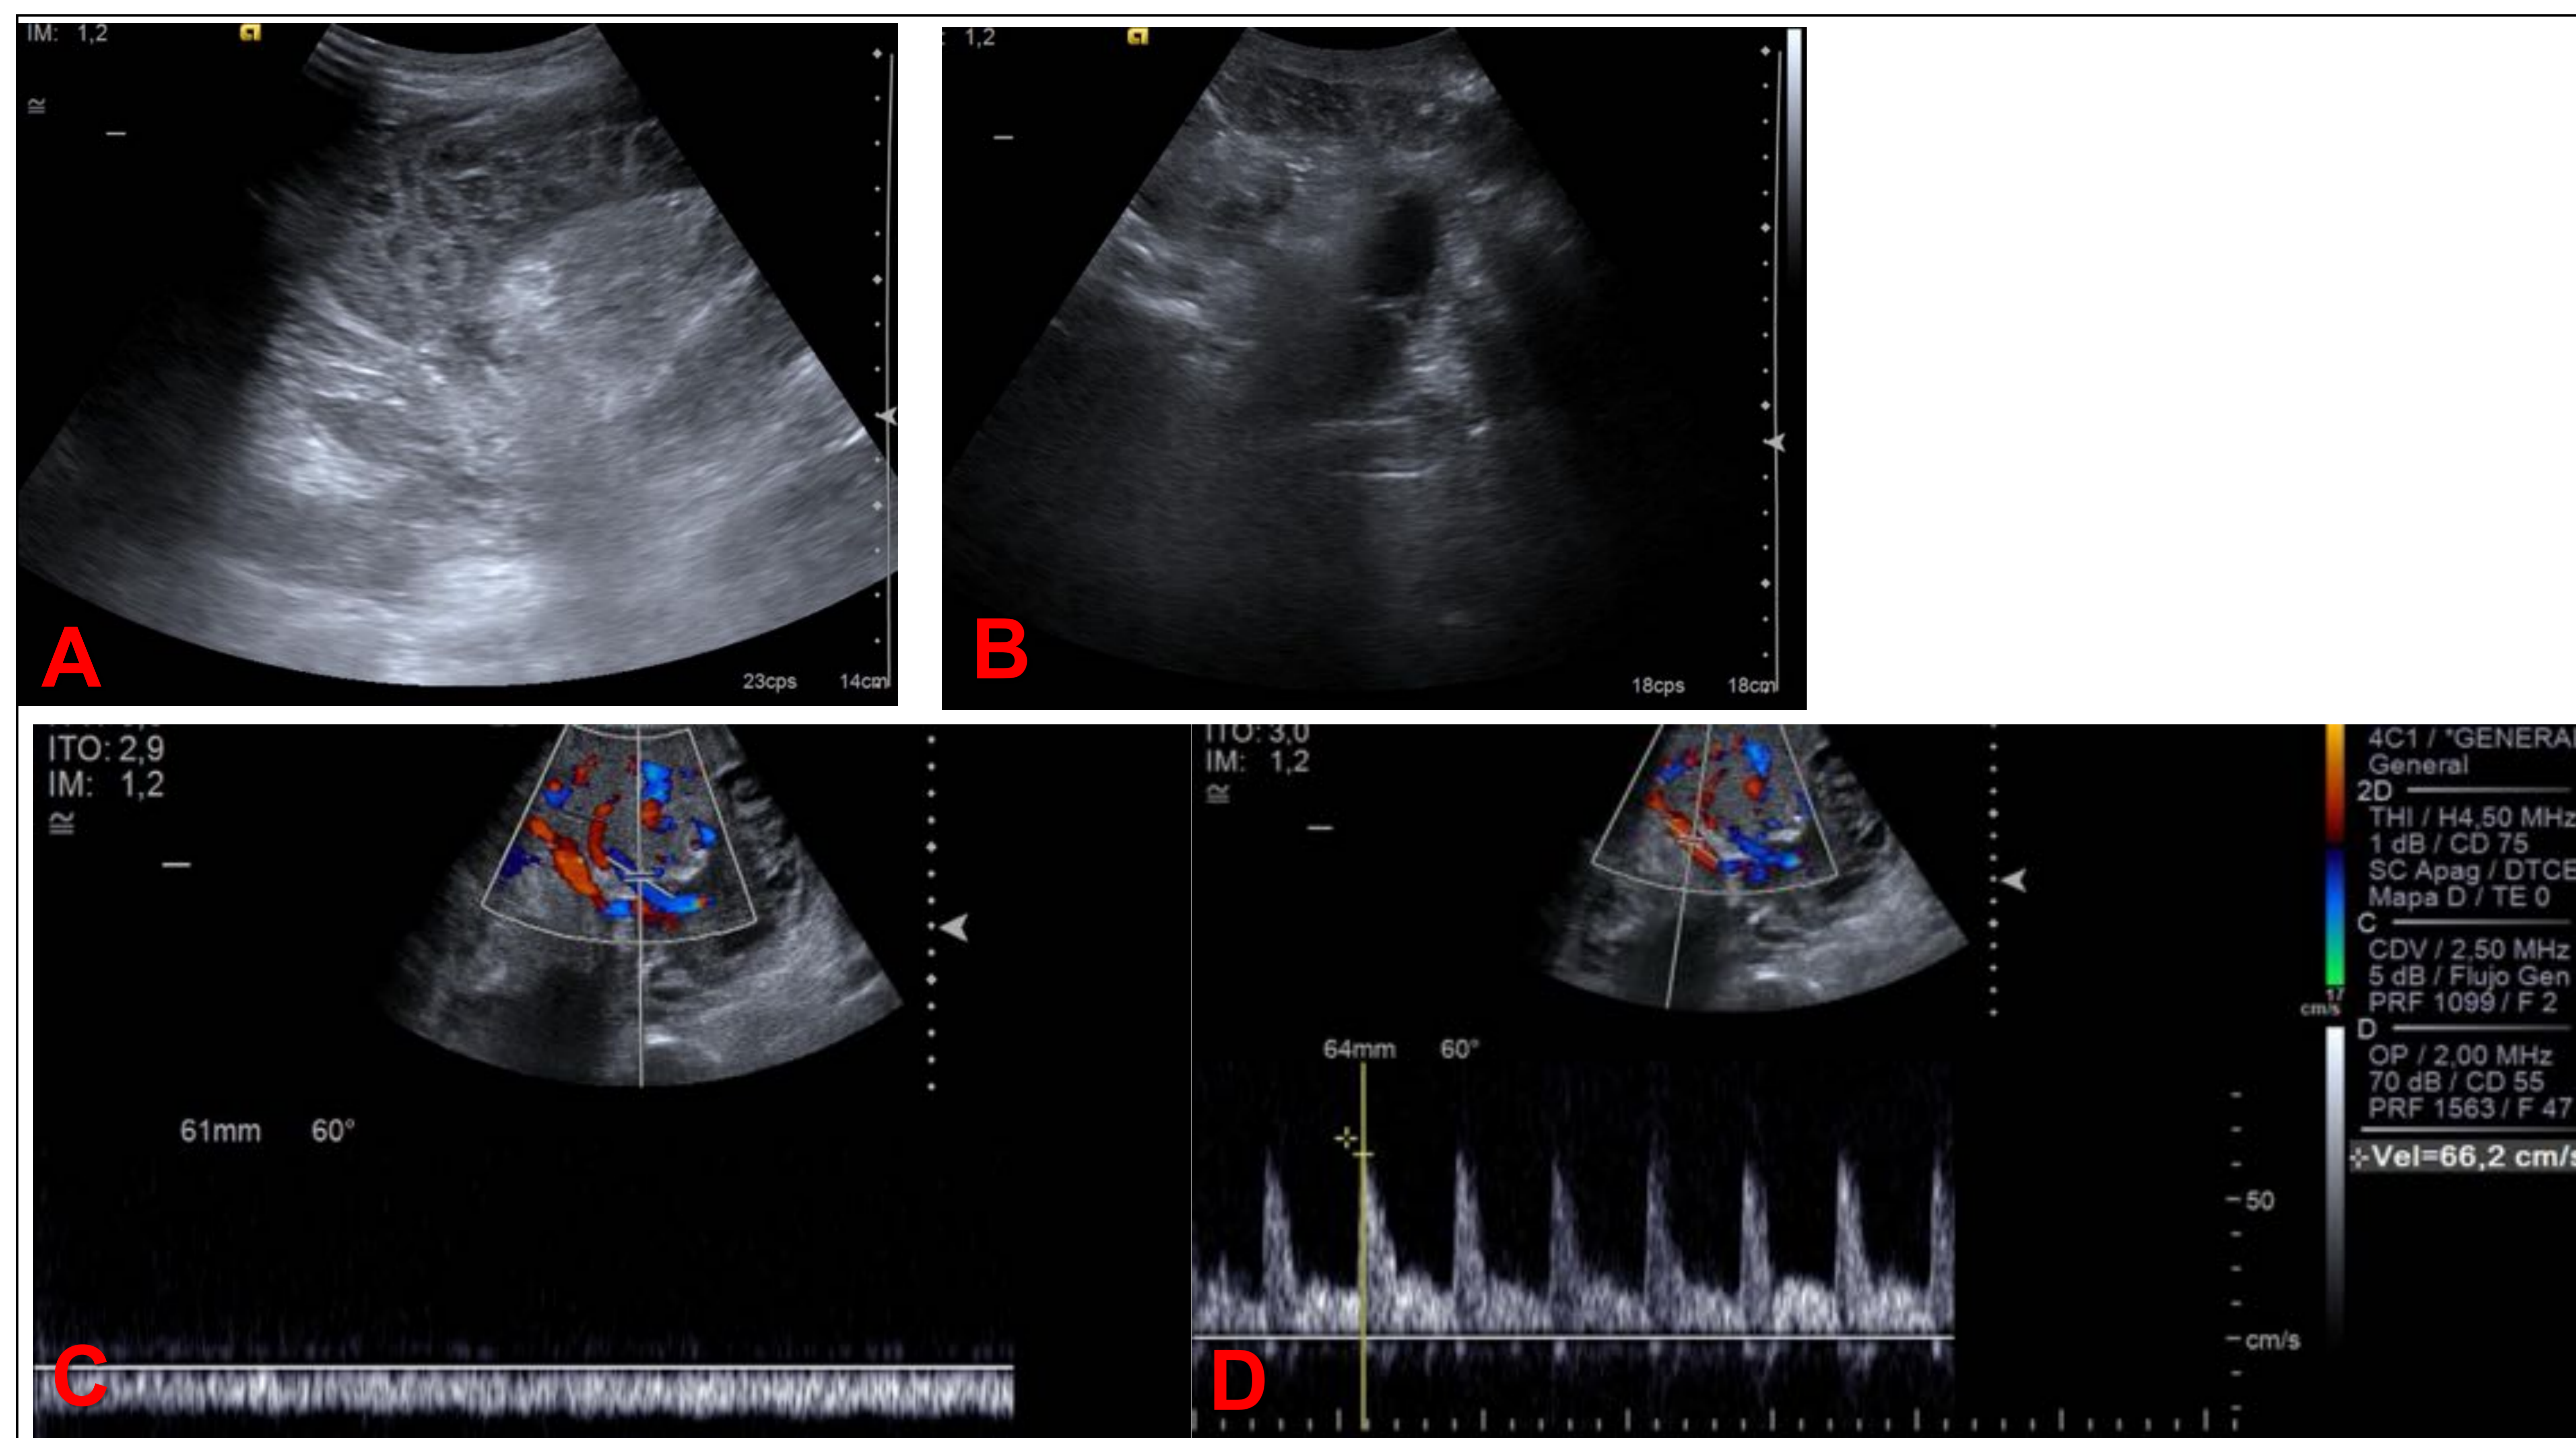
Imagen A, B, C y D: Ecografía modo B y doppler en paciente de 48 años en postoperatorio reciente de trasplante RENO PANCREÁTICO. PÁNCREAS
